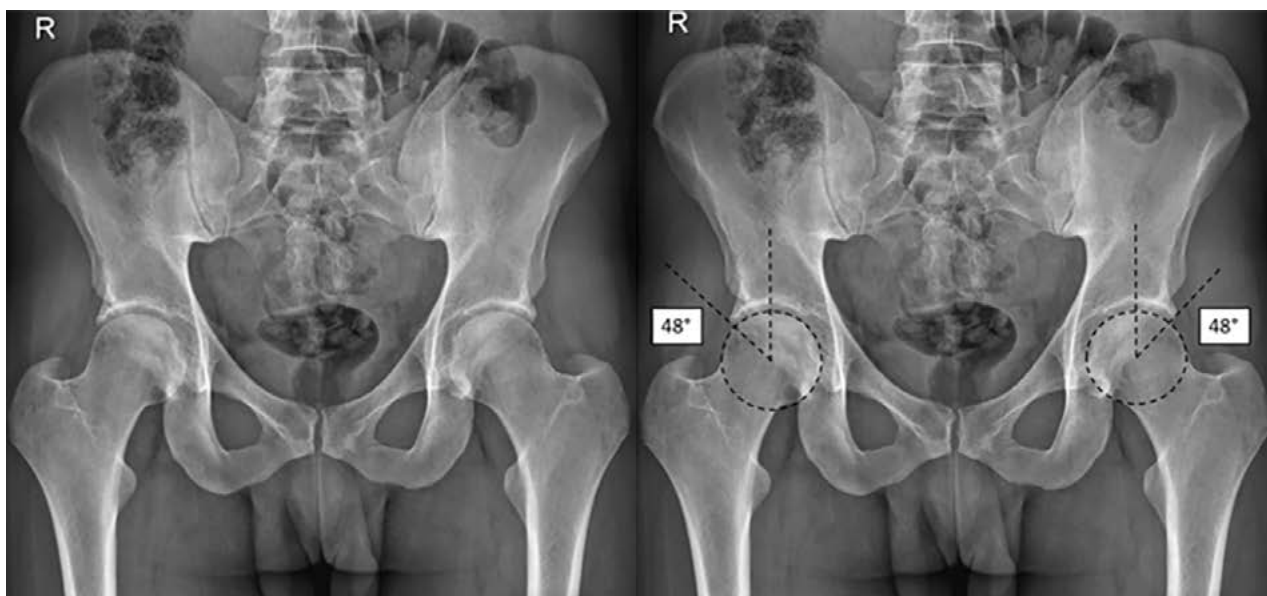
Radiografía anteroposterior de pelvis. Ángulo de Wiberg derecho e izquierdo de 48° (sobrecobertura ósea acetabular, lesión tipo Pincer).
